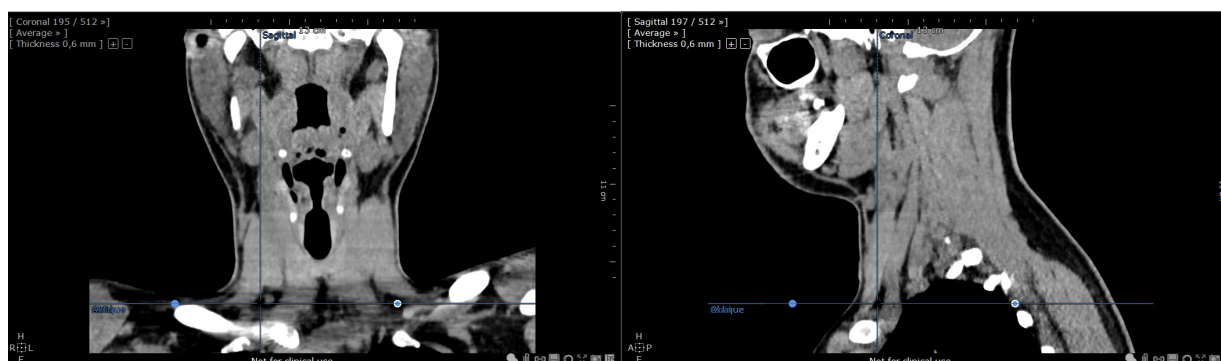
Мультиспіральна комп'ютерна томографія ший у хворого з норицею праворуч.
